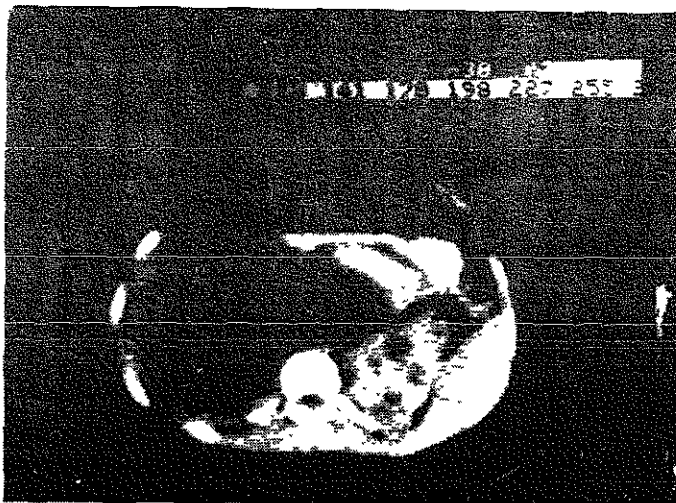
Caso 7. - Tomografía computada de abdomen en la que se demuestran tumores bilaterales hipodensos, siendo de mayor tamaño en riñón derecho.
